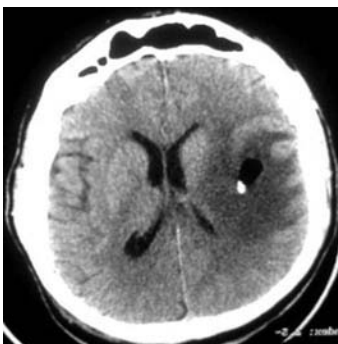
КТ хворого Л. на наступну добу після стереотаксичної аспірації абсцесу, імплантації приточно-відточної системи. Значне зменшення об'єму ураження, сліди повітря в місці аспірації, зменшення компресії переднього рогу лівого бічного шлуночка, збереження перифокального набряку.
